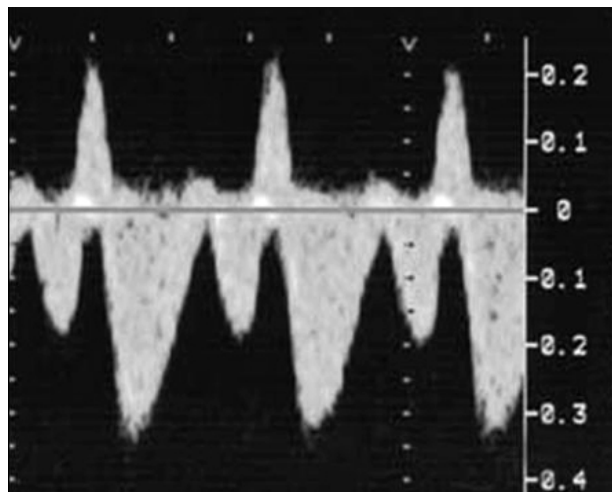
Doppler pulsato del dotto venoso di Aranzio. Si evidenzia un significativo flusso inverso (espresso come picco positivo).
